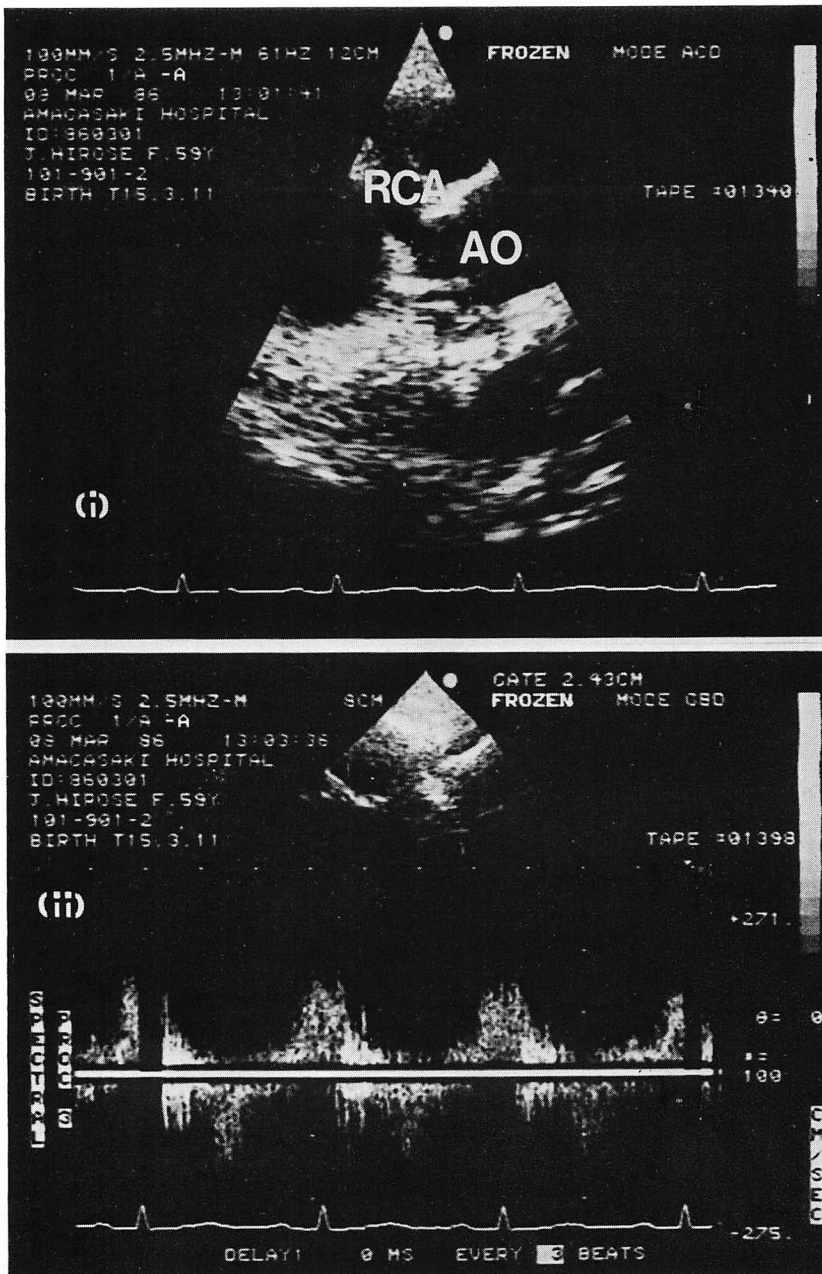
Two-dimensional and Doppler echocardiograms.
